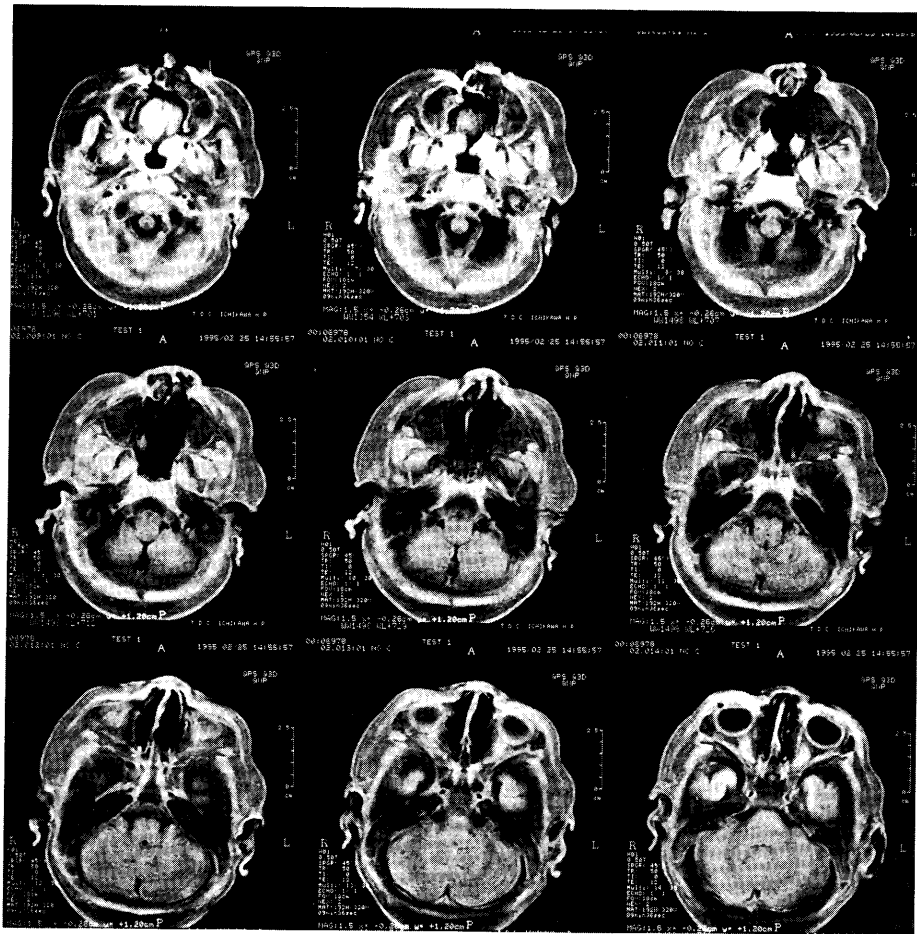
No.9, 推定胎齡10ヵ月, 両側完全唇顎口蓋裂胎児MRI (横断像)
